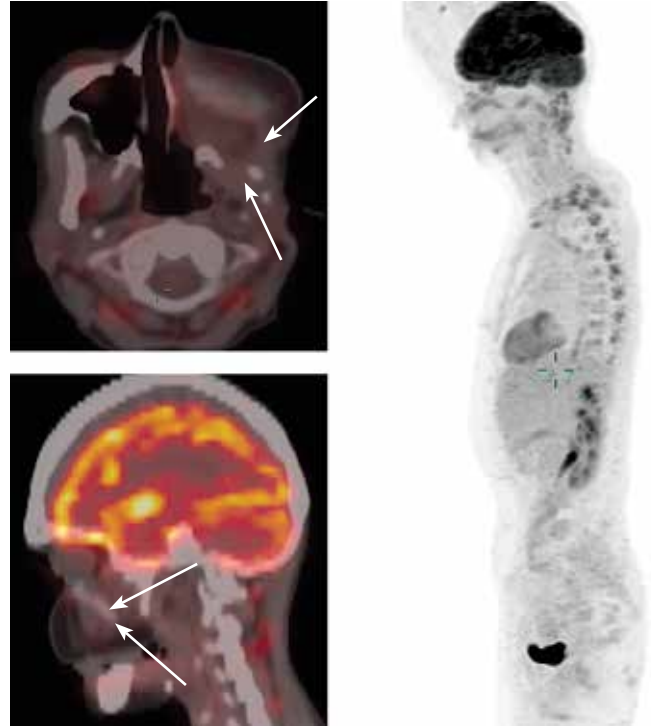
Позитронная эмиссионная томография (ПЭТ) от декабря 2024 г. (через 15 месяцев от начала лечения). Полная ПЭТ-ремиссия. Стрелками указаны послеоперационная рана и локализации рецидивного опухолевого процесса
